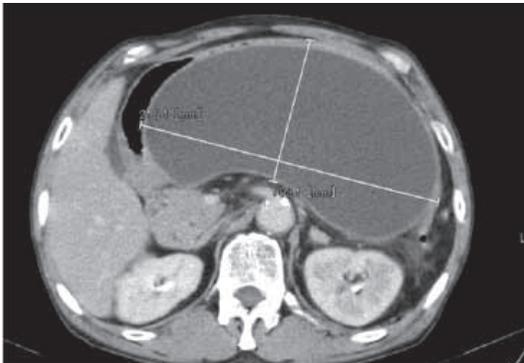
Abdominal CT shows a large cystic mass behind the stomach.
